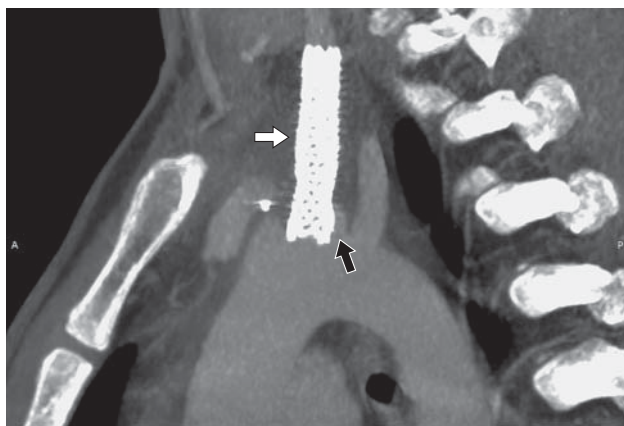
CT angiography after stent implantation. The white arrow is a stent graft implanted from the mouth of the left common carotid artery; the black arrow is a pseudoaneurysm of the aortic arch.
